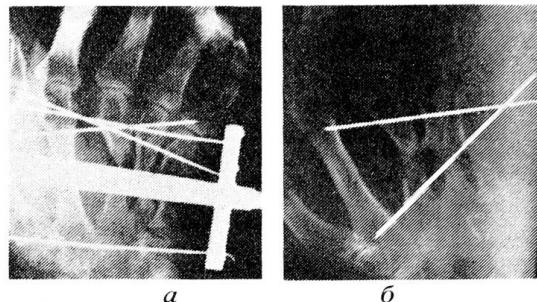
Рентгенограмма кисти больного А.
